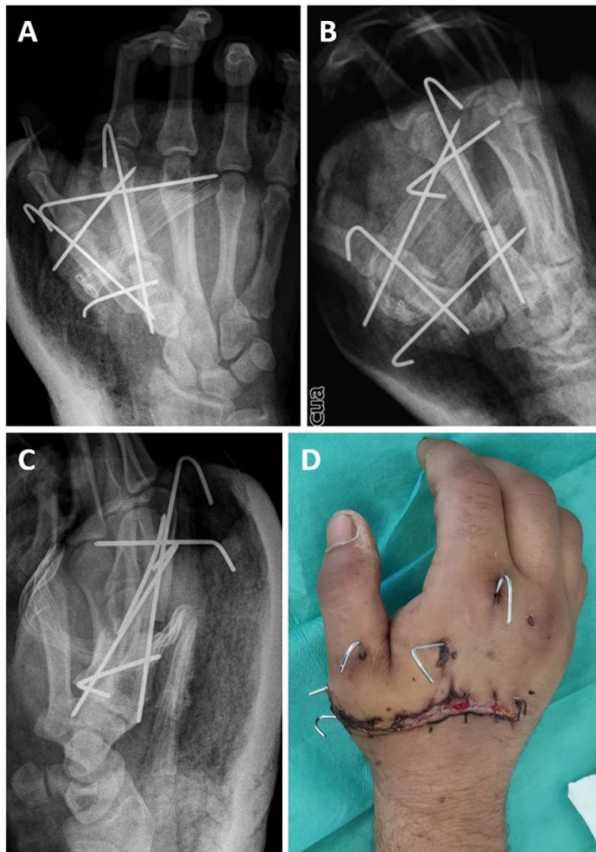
Radiografías de control postquirúrgicas de mano derecha proyección AP (A), oblicua (B) y lateral (C) donde se observa reducción y fijación interna con AK e imagen clínica de cura de herida en consultas externas (D)
